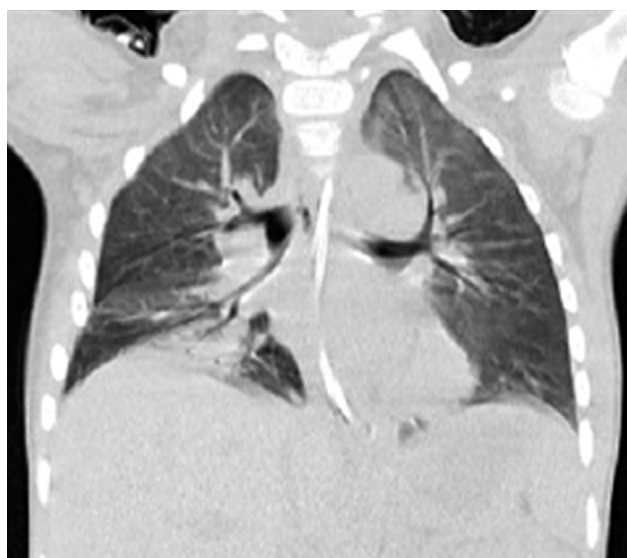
Спиральная компьютерная томография после удаления бронхоблокаторов: средостение по средней линии, правое лёгкое расправлено, воздуха в правой плевральной полости нет, сохраняется снижение воздушности нижней доли правого лёгкого.
